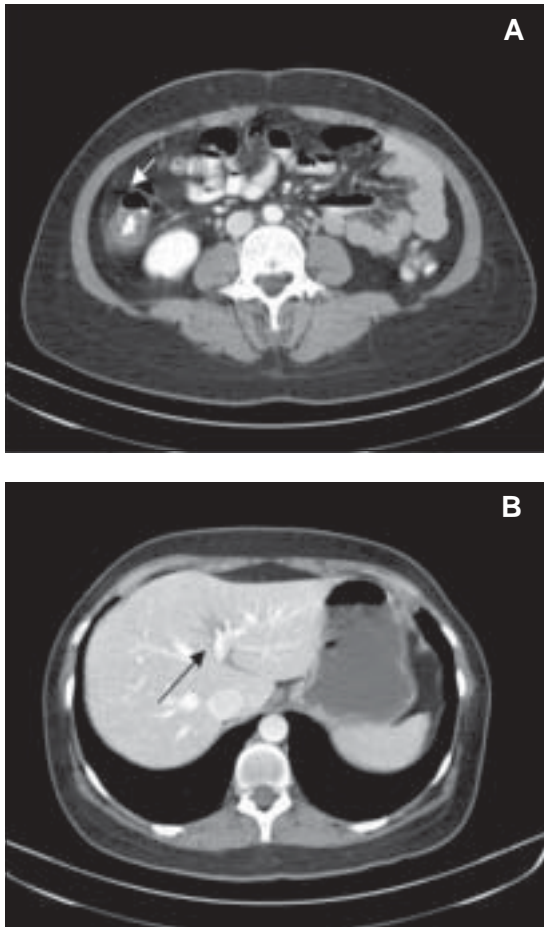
A: TAC de abdomen y Pelvis que muestra engrosamiento de pared cecal. B: trombosis de ramas distales de vena porta.
